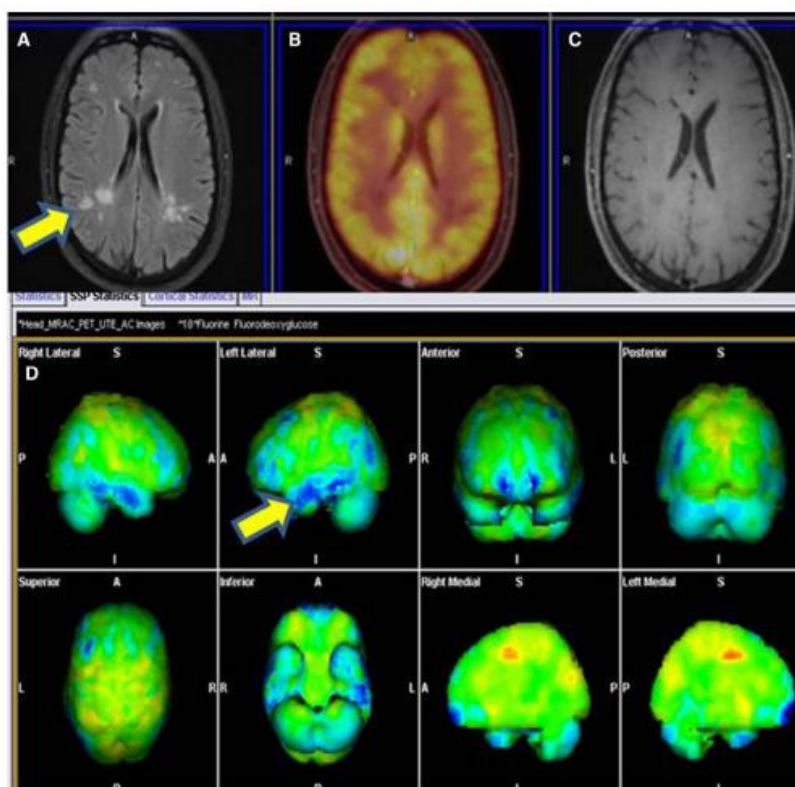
Contrast-enhanced MRI revealed discrete and confluent hyperintensities in white matter in T2-FLAIR image (A) with no enhancing lesion in post-contrast images (C) and no 18-FDG avid lesion in fused PET/MRI (B). FDG metabolic statistical images (D) showing relative hypometabolic areas in blue colour in frontal and temporal lobes.
